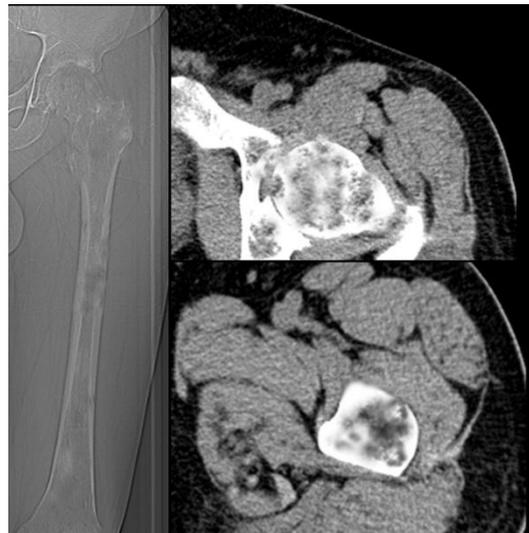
Топограмма и томограммы на уровне головки левого бедра и средней трети левого бедра пациента X. Выраженная деструкция костной ткани с образованием секвестров и остеомиелитических полостей
